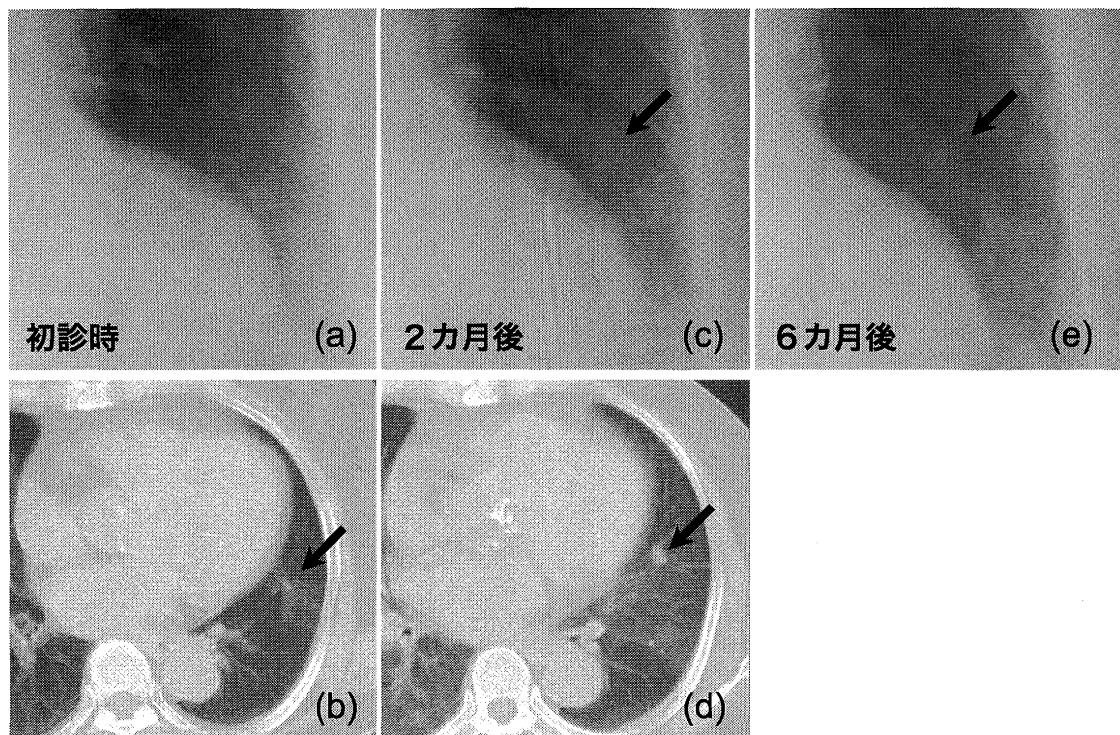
肺転移に対する、胸部単純X線像とCTとの比較
